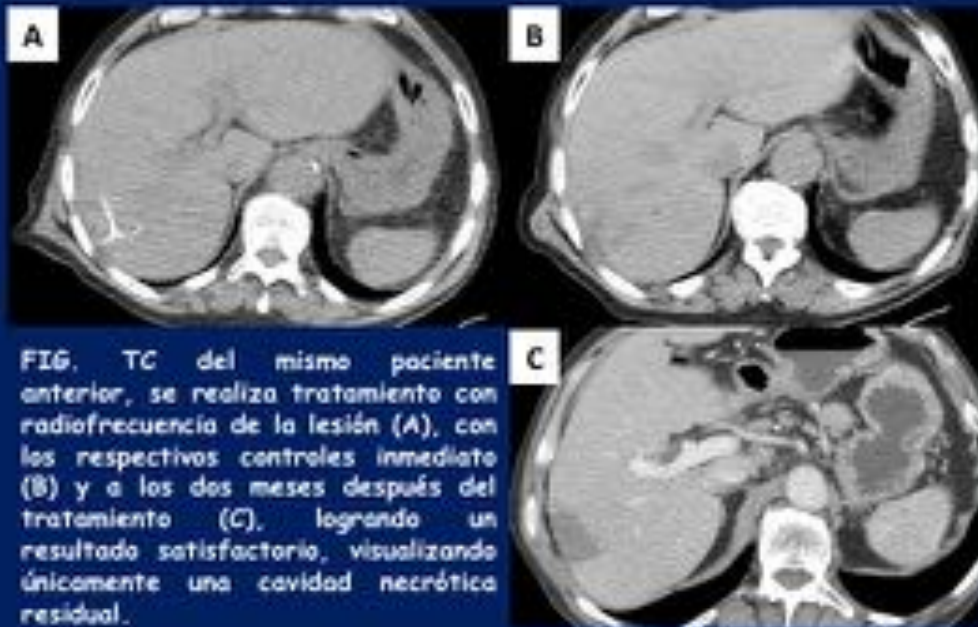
TC del mismo paciente anterior, se realiza tratamiento con radiofrecuencia de la lesión (A), con los respectivos controles inmediato (B) y a los dos meses después del tratamiento (C), logrando un resultado satisfactorio, visualizando únicamente una cavidad necrótica residual.
